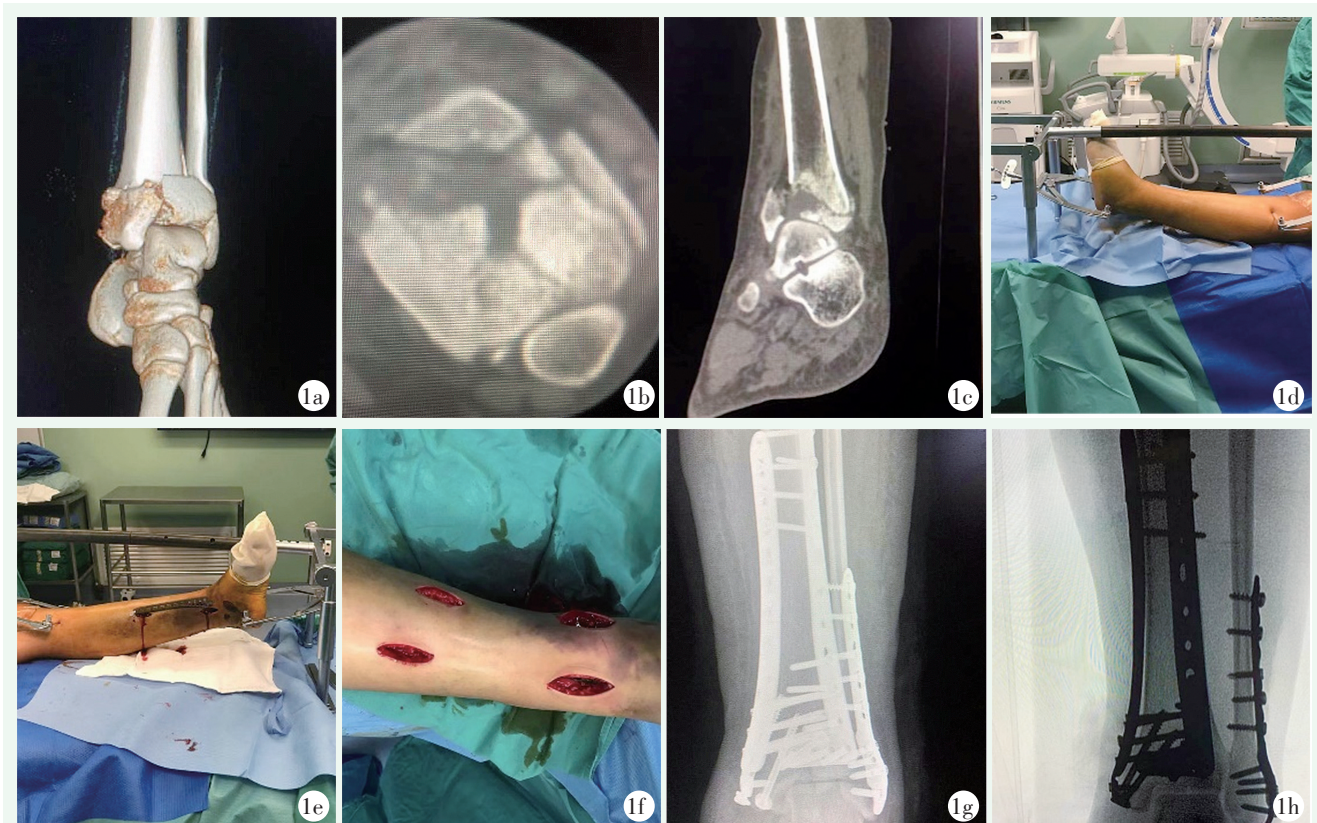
患者,女,20岁 高处坠落致左侧Ⅲ型Pilon骨折 1a~1c:术前影像检查显示胫骨远端关节面粉碎移位 1d:牵开复位器安装完毕,于牵引弓处垫柔软布料,防止将皮肤压伤 1e:确定切口远端与近端位置 1f:内固定完成后,手术切口情况 1g:术后X线片示胫骨远端关节面恢复平整 1h:术后3个月X线片示骨折线模糊
